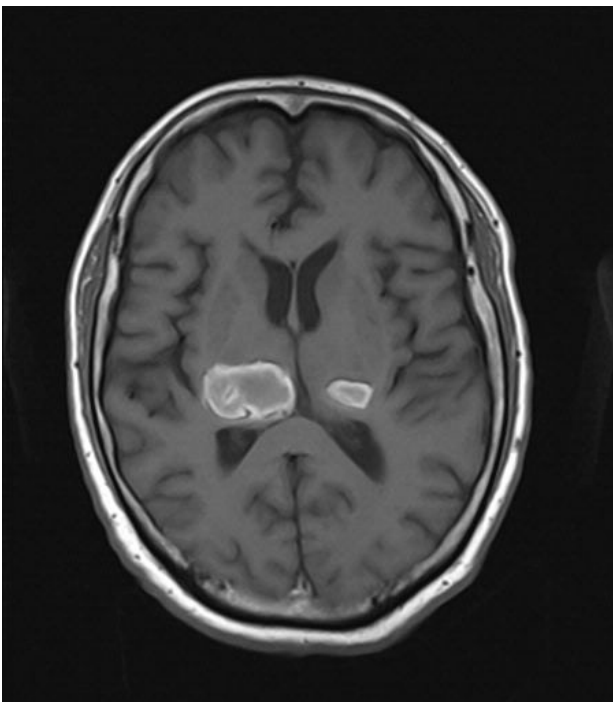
Corte axial de resonancia magnética secuencia T1 sin contraste del 13 mayo de 2017, con desviación de la línea media, con leve colapso de asta posterior de ventrículo lateral derecho, donde se observan lesiones hipointensas con halo hiperintenso compatible con evento cerebrovascular hemorrágico ubicado en ambos tálamos. a reabsorción de hematoma por evento cerebrovascular hemorrágico.
